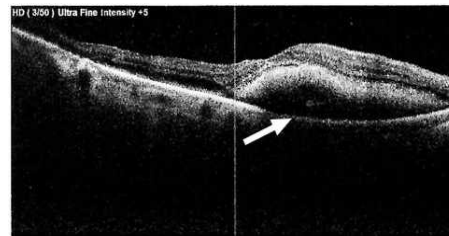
Tomografía por coherencia óptica de ojo derecho. Se observa hemorragia subretiniana (flecha blanca) entre el epitelio pigmentario de la retina y la expansión externa de la capa de fotorreceptores. Fuente: Elaboración propia.
